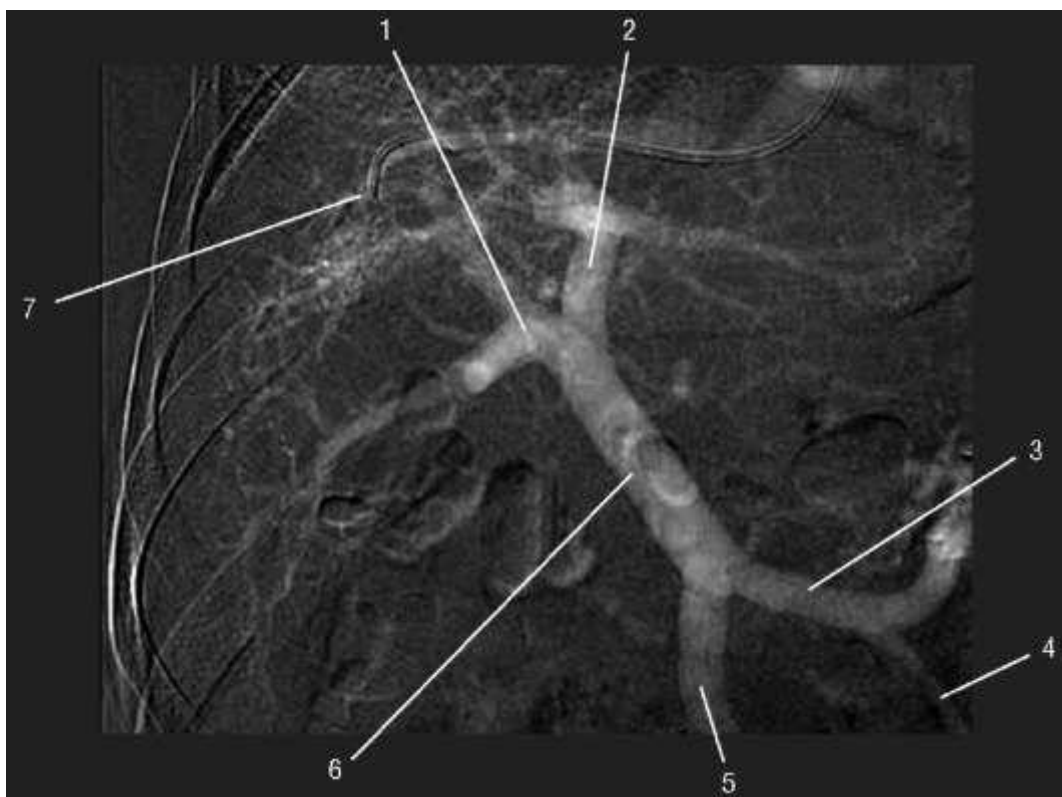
Непрямая КТ-портограмма. Венозная фаза: 1 - *r. dexter v. portae*; 2 - *r. sinister v. portae*; 3 - *v. lienalis*; 4 - *v. mesenterica inferior*; 5 - *v. mesenterica superior*; 6 - *v. portae*; 7 - катетер
